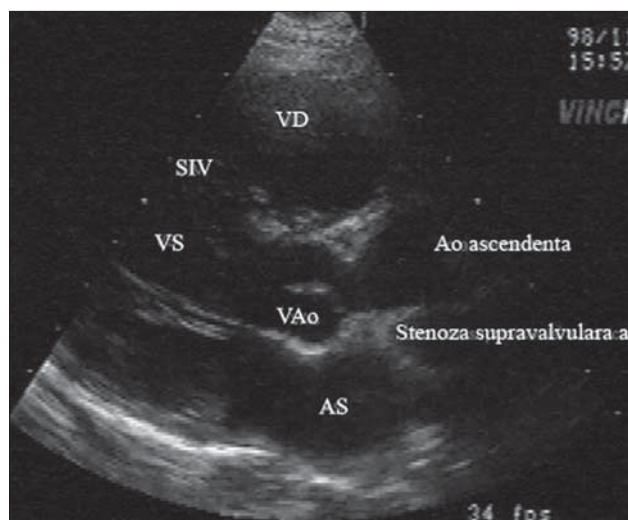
Stenoză aortică supravalvulară. Secțiune parasternală în axul lung.
